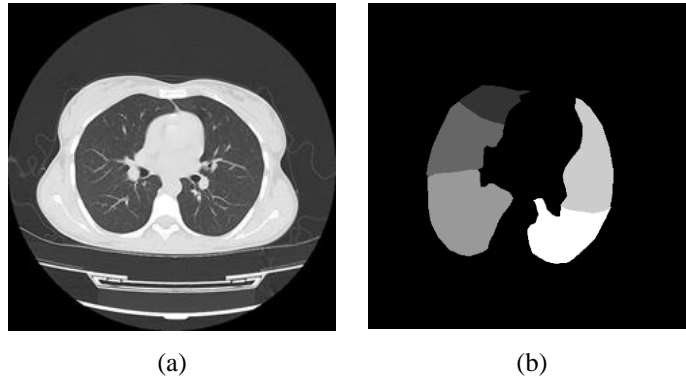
The lung CT image is shown in (a), while the instance-aware semantic segmented lobe CT image is given in (b).
